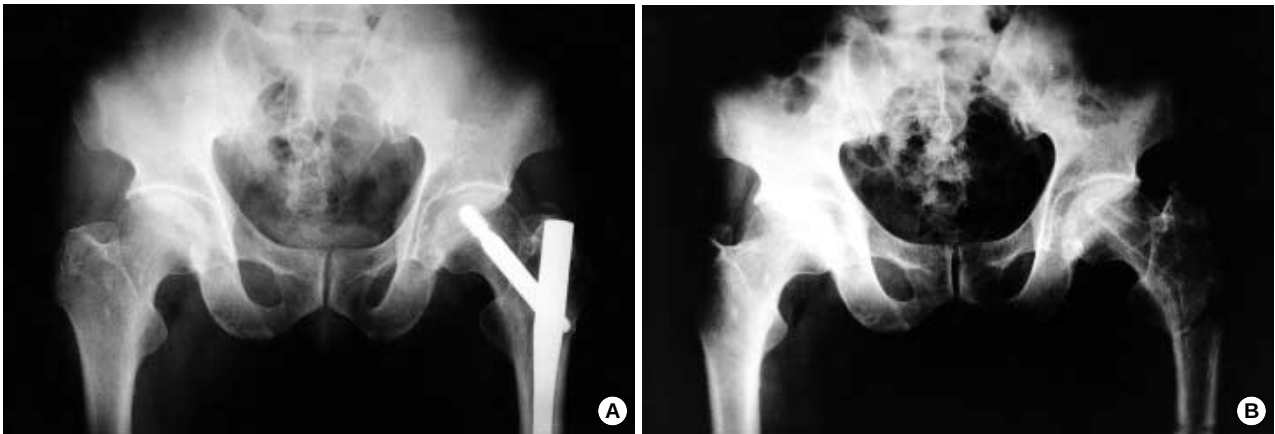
(A) Radiograph of intertrochanteric fracture fixed with a gamma nail shows union of fracture in good position. (B) Radiograph after nail removal due to thigh pain shows re-fracture at lag screw insertion area.
